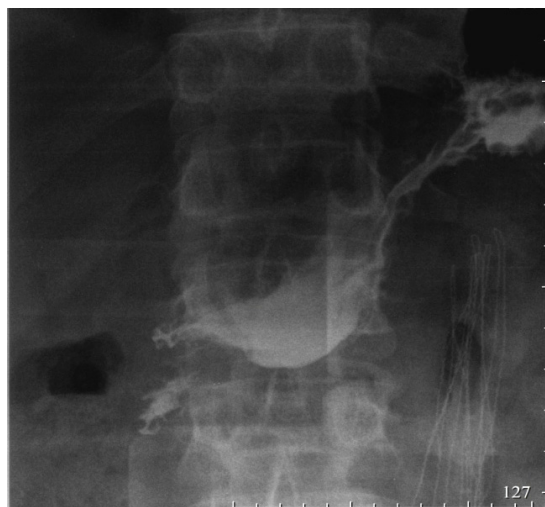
Рентгенограмма желудка и ДПК с водорастворимым контрастом
